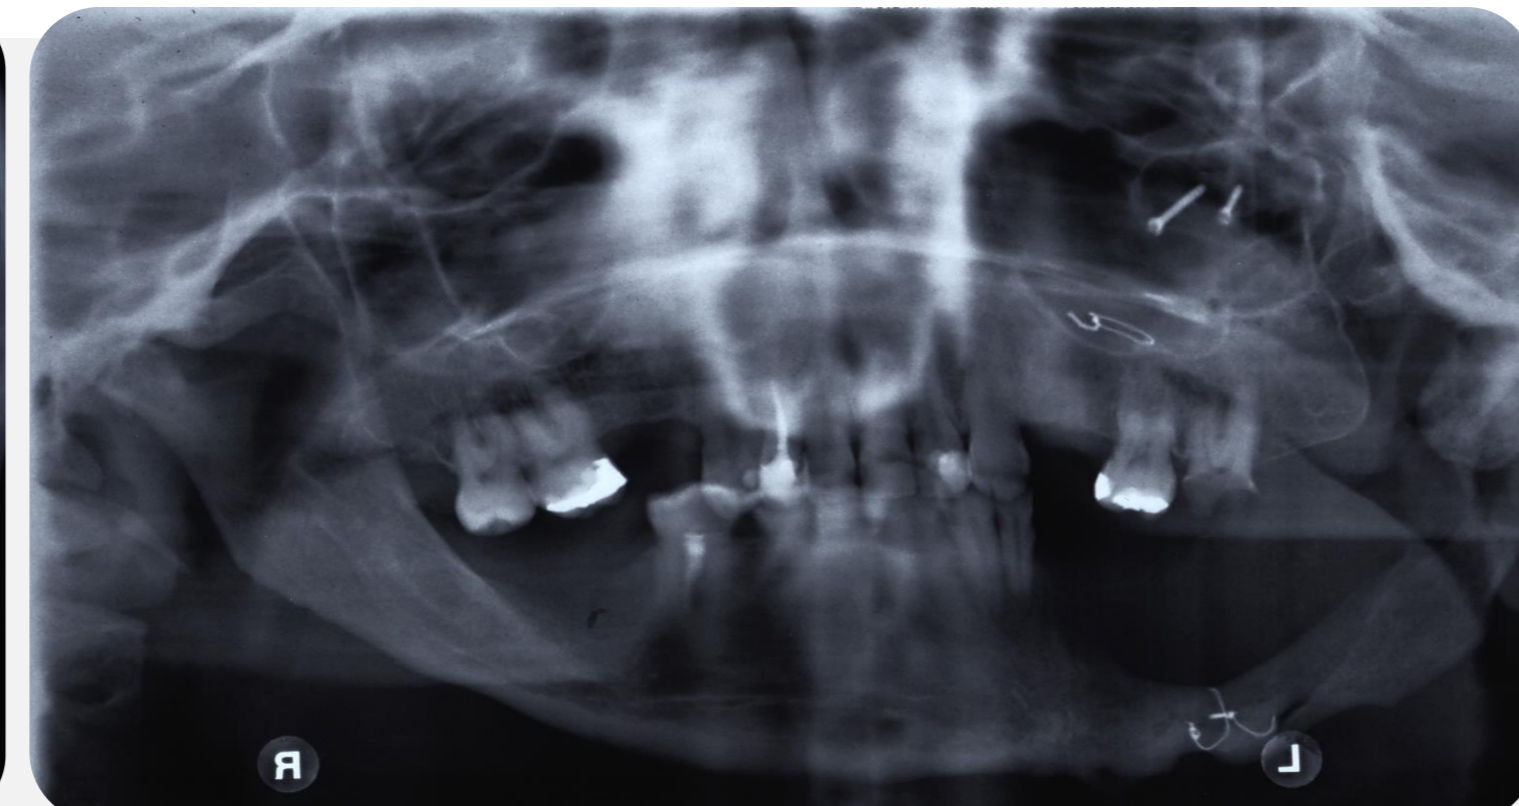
Ortopantomografia
